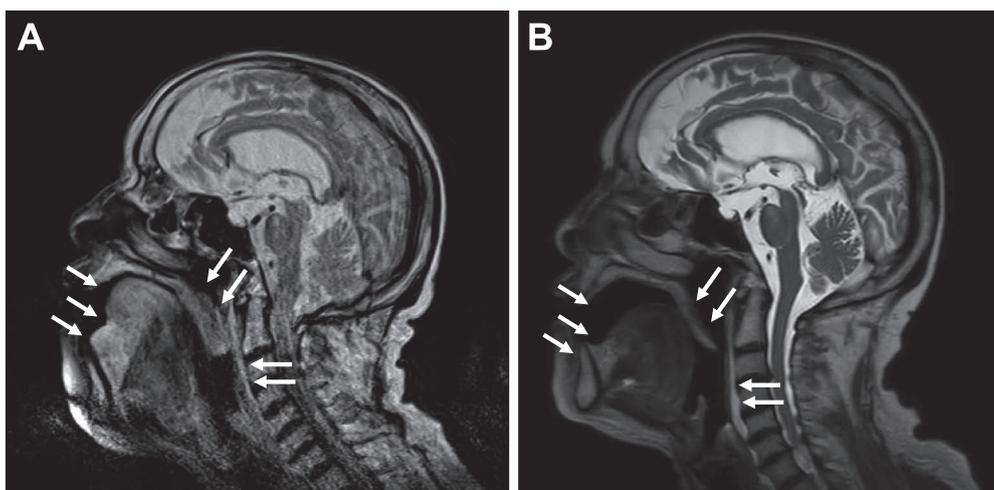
Brain MRI on admission and the next day. Sagittal T₂-weighted imaging showed hyperintense signals in the tongue, soft palate, and posterior wall of the pharynx (arrows) on admission (sagittal, 1.5 T; repetition time (TR), 3,000 ms; echo time (TE), 88 ms) (A). Abnormal MRI findings on T₂-weighted imaging disappeared (arrows) the next day (sagittal, 3 T; TR, 3,800 ms; TE, 100 ms) (B).
